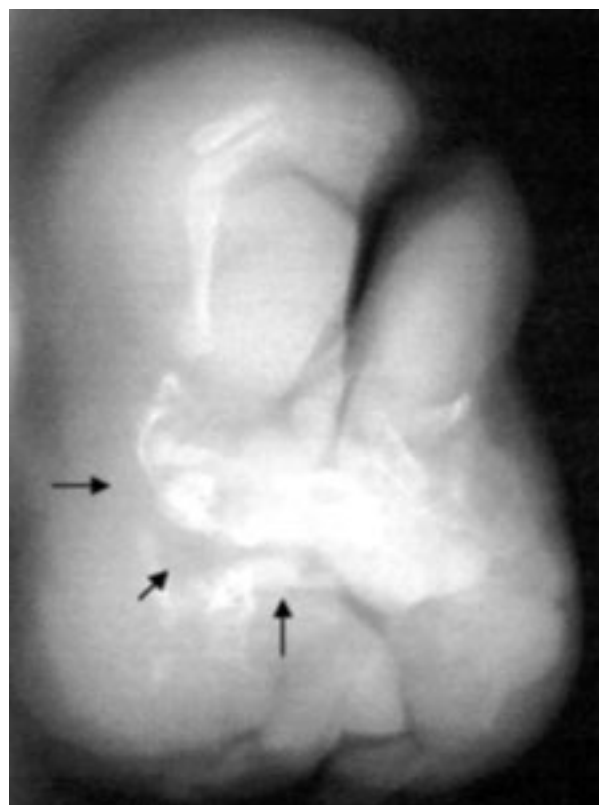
Radiografía simple del espécimen resecado. Se observan huesos largos, que corresponden a una extremidad y en la parte central una estructura calcificada que recuerda a la columna vertebral (flechas).
